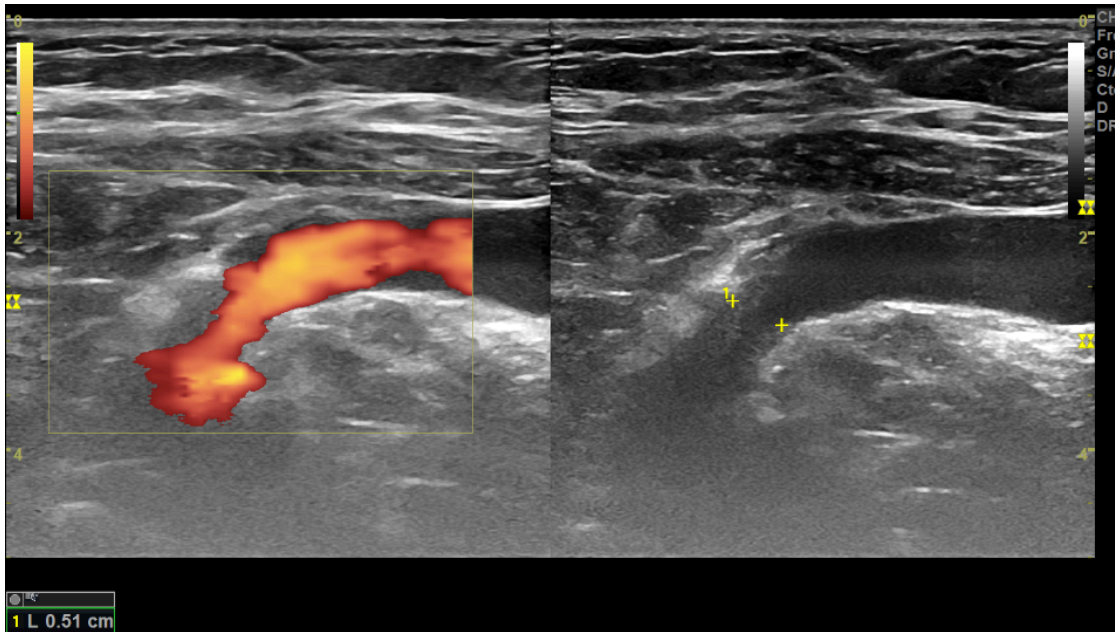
Échodoppler en mode B et en mode énergie montre le rétablissement du calibre de la veine mesure 5,1mm
